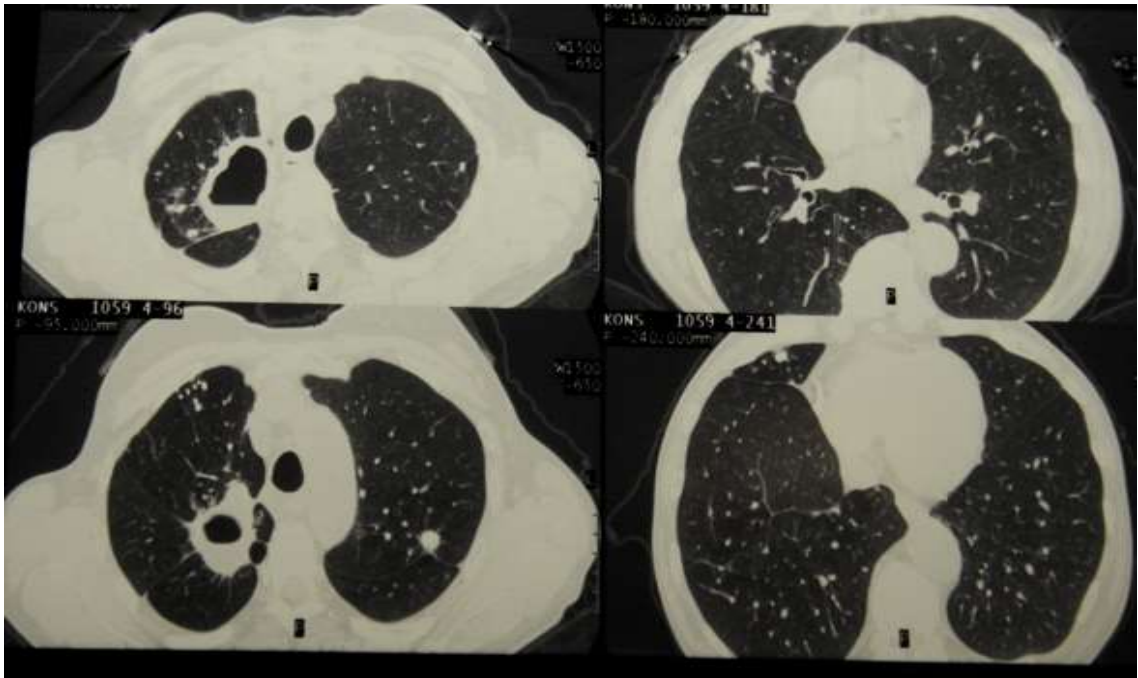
Компьютерные томограммы грудной клетки больной Б. до операции, в верхней доле правого легкого фиброзная каверна диаметром до 7 см, очаги вокруг и в нижней доле справа. В верхней доле левого легкого - туберкулема и очаги отсева
